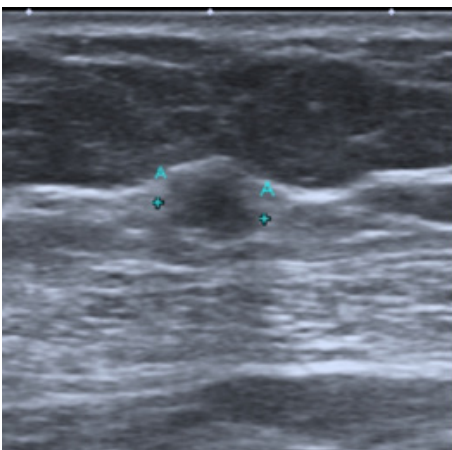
Myofibroblastoma in a 73-year old female. Hypoechoic mass with indistinct margins on ultrasound and obscured margins on mammography. Pathology showed myofibroblastoma.
